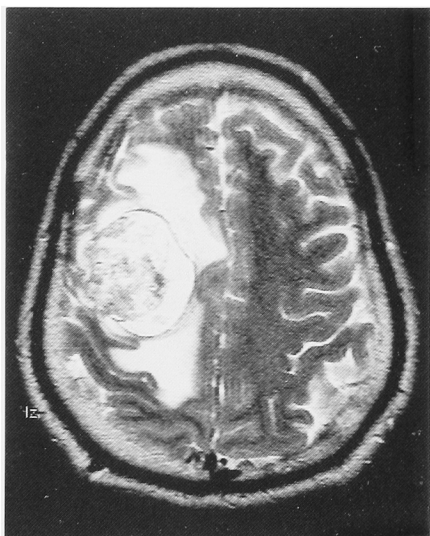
MRI (T2) revealed brain metastasis with hemorrhage and necrosis.
